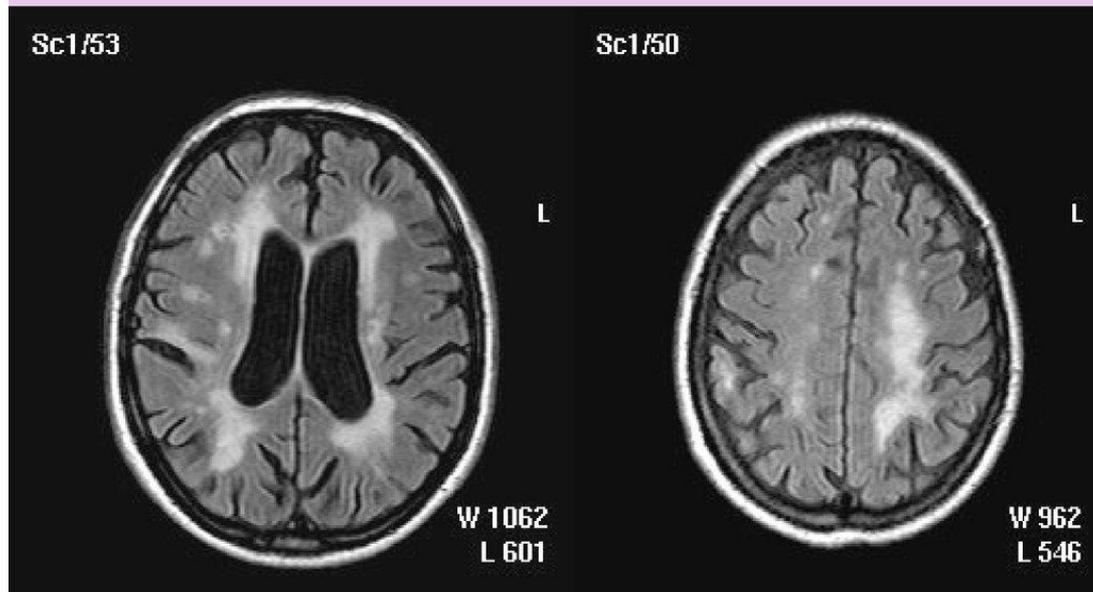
МРТ-картина поражения вещества мозга при СД: А – кортико-субкортикальный окципито-темпоральный инфаркт; Б – Бинсвангеровский тип поражения субкортикального белого вещества; В – таламический инфаркт; Г – множественные лакунарные инфаркты в области базальных ядер
